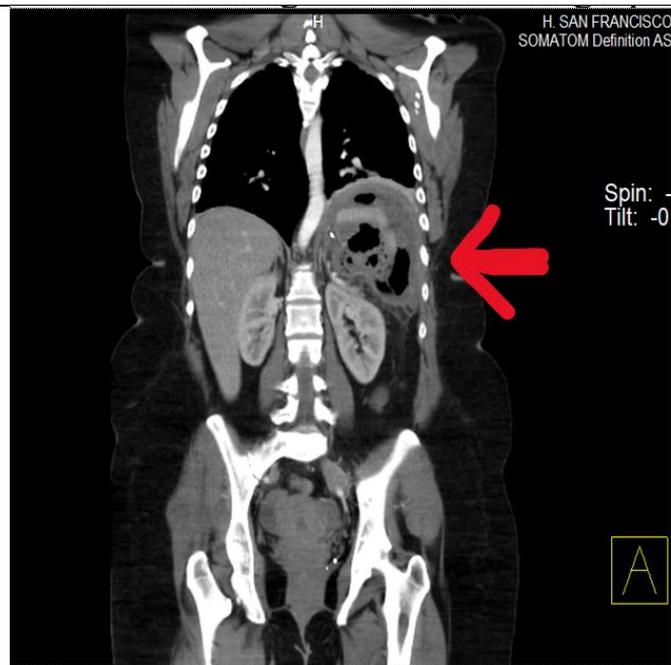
TC Colección Intraabdominal Subfrénica Izquierda.
